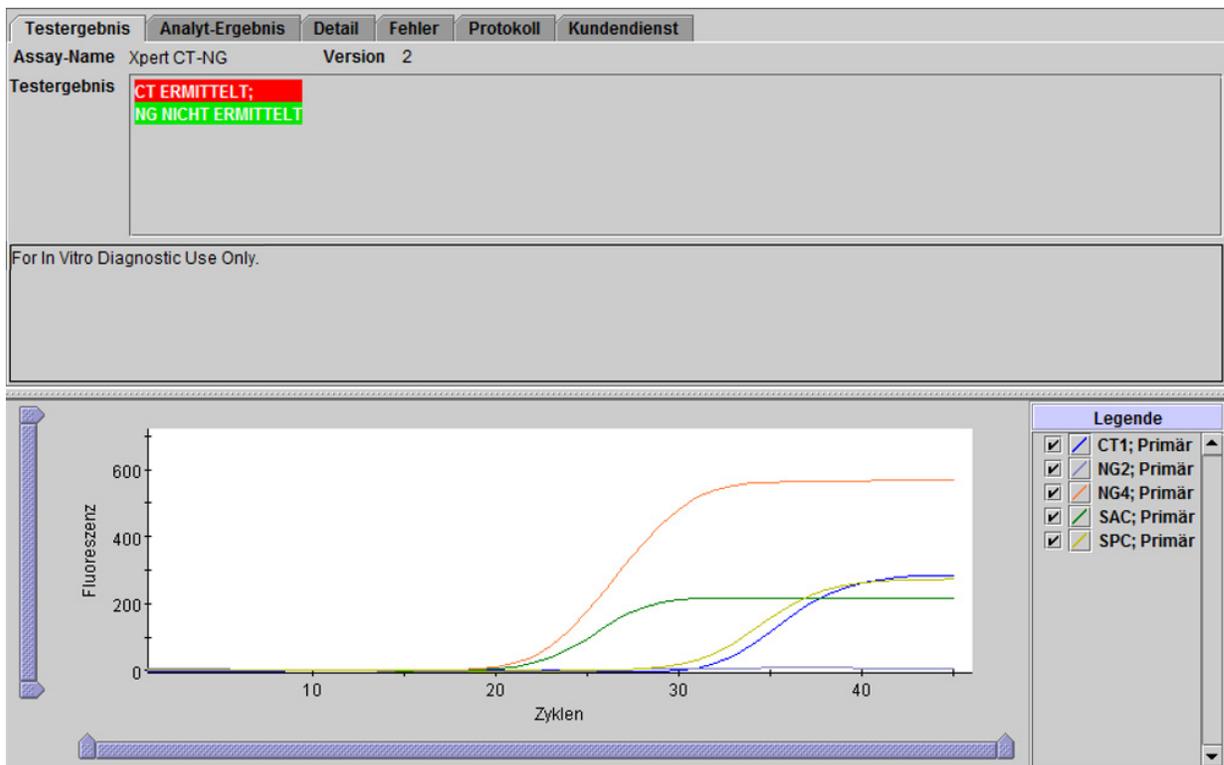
Xpert CT_NG – CT ermittelt und NG nicht ermittelt
